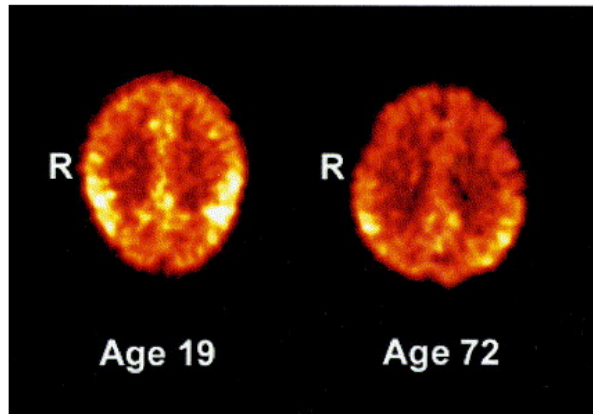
Darstellung der transaxialen PET-Bilder (^{11}C -FLB 457) eines jungen und eines alten Probanden.
